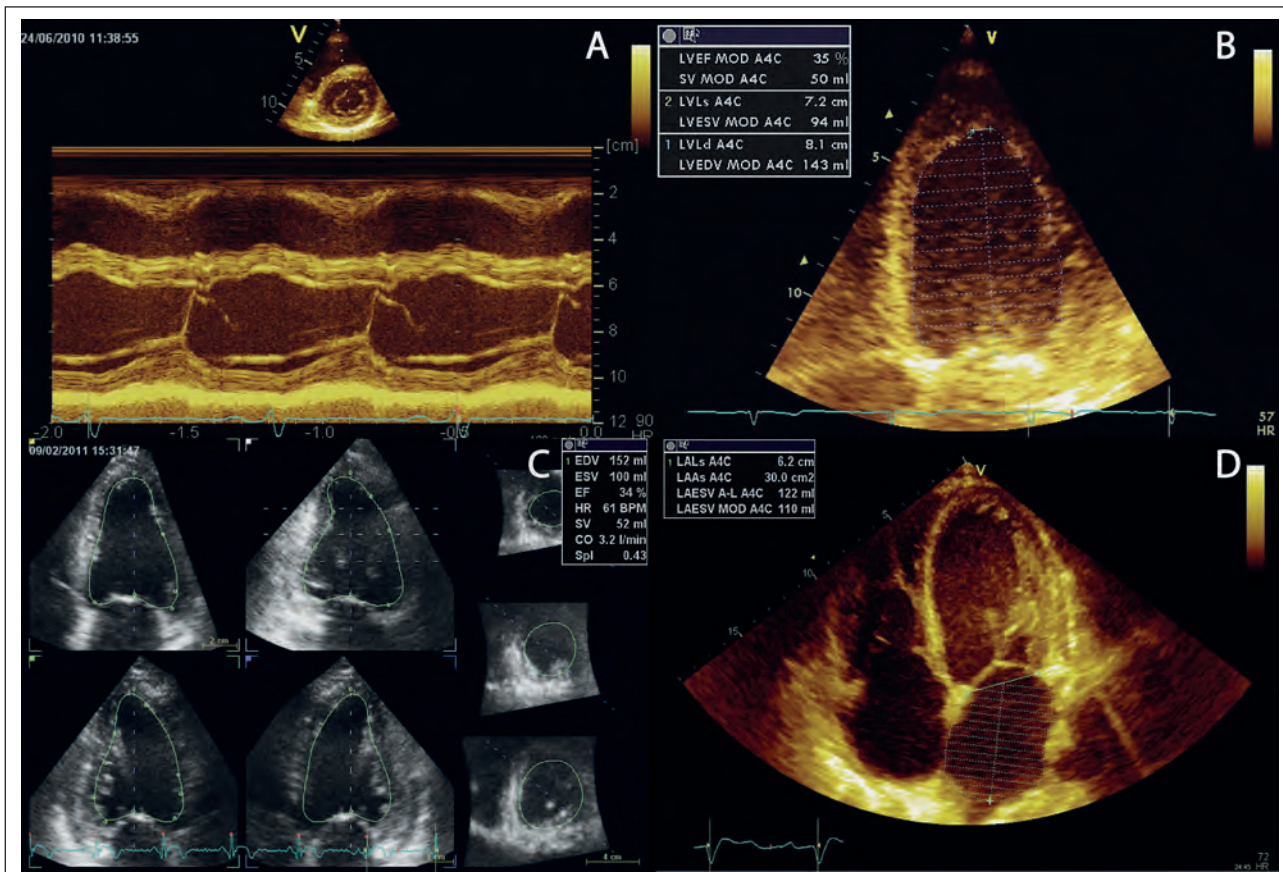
Quantifizierung der LV-Diameter, -Volumina und -EF in der (A) ein-, (B) zwei- und (C) dreidimensionalen Echokardiographie sowie der LA-Größe anhand der modifizierten Simpson-Methode (D).
